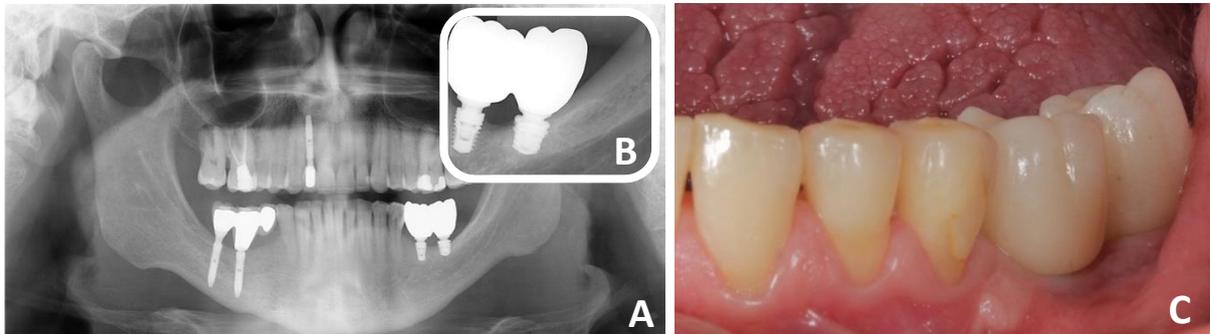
A. Radiografia panorâmica; B. Radiografia periapical; C. Controle clínico de 12 anos.
